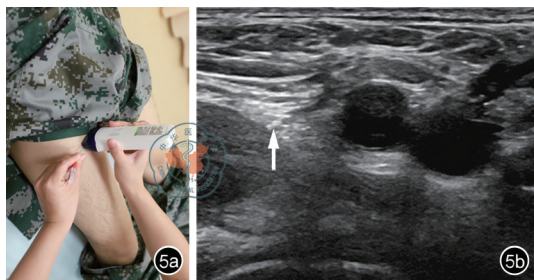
超声引导下股神经阻滞。图a为探头置于腹股沟中点下缘,进行超声引导下穿刺;图b为正常股神经超声声像图表现(箭头所示)
